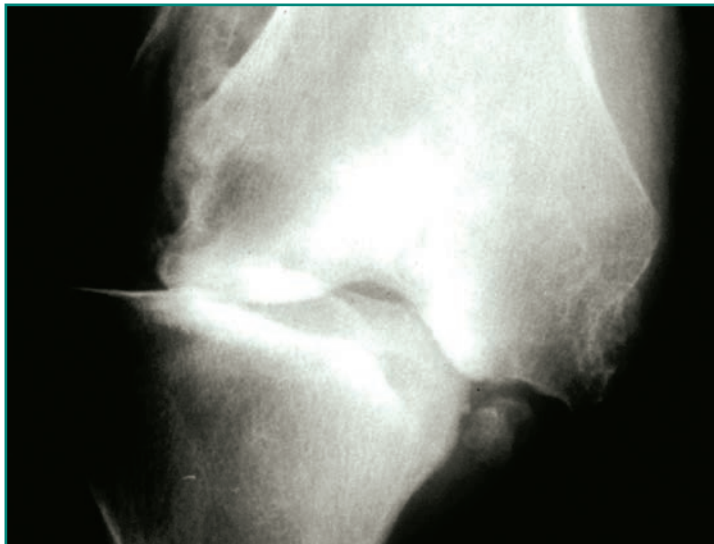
Radiografía que muestra una rodilla con una artropatía neuropática de Charcot (subsidiaria de artrodesis y contraindicación para prótesis).
